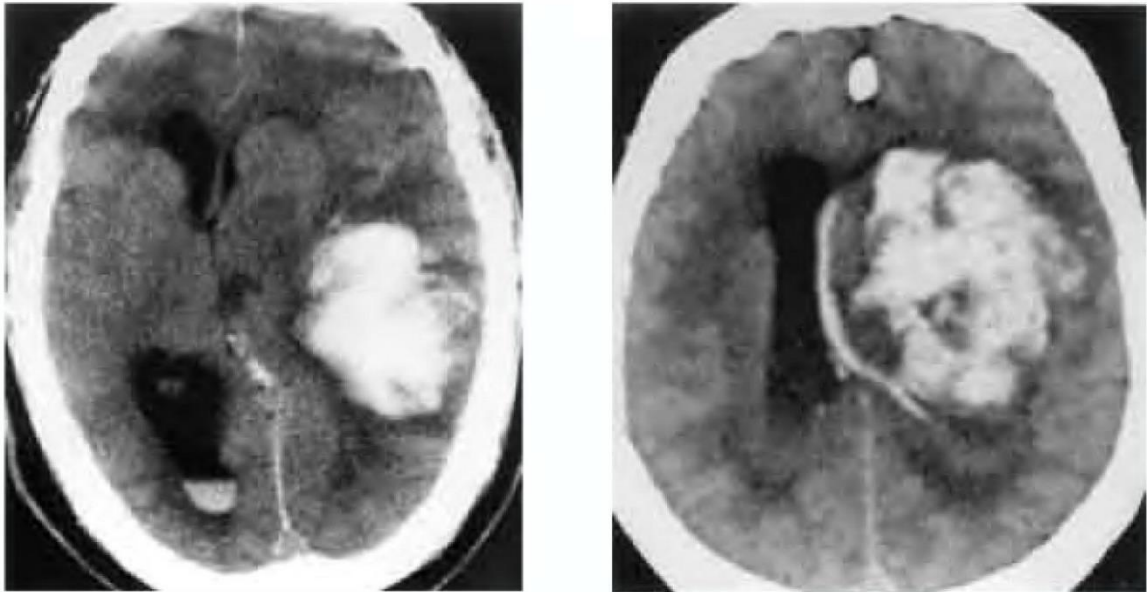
КТ-ознаки ВМК у лівій гемісфері
